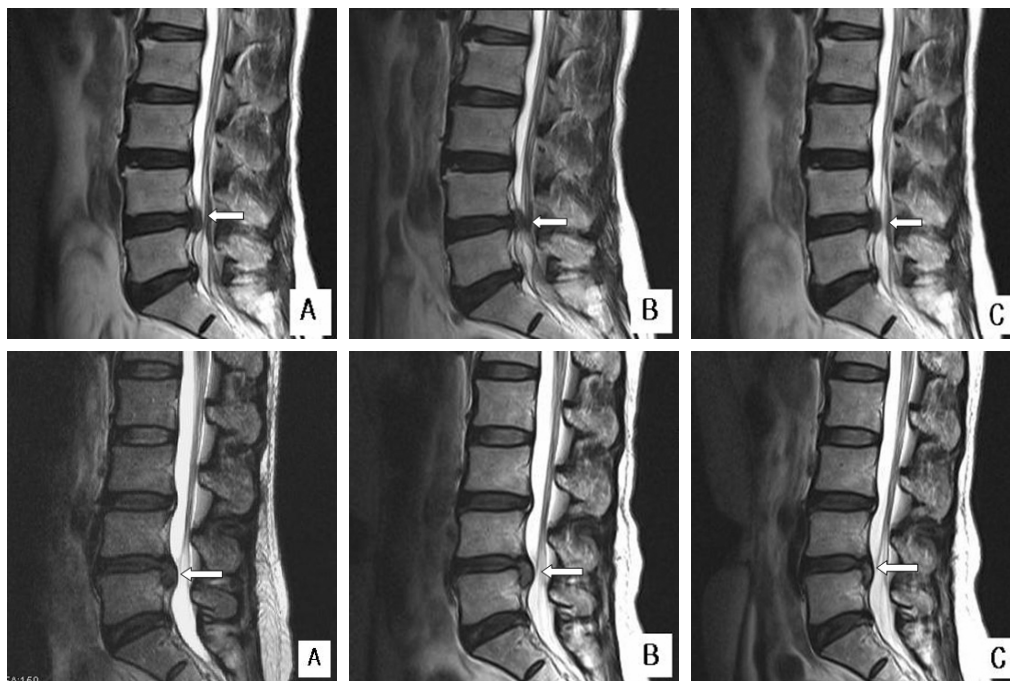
Sagittal T₂ weighted MRI on intermittent traction group (upside) and distraction manipulation group (downward) (A: pre-treatment, B: 4weeks, C: 12weeks).
